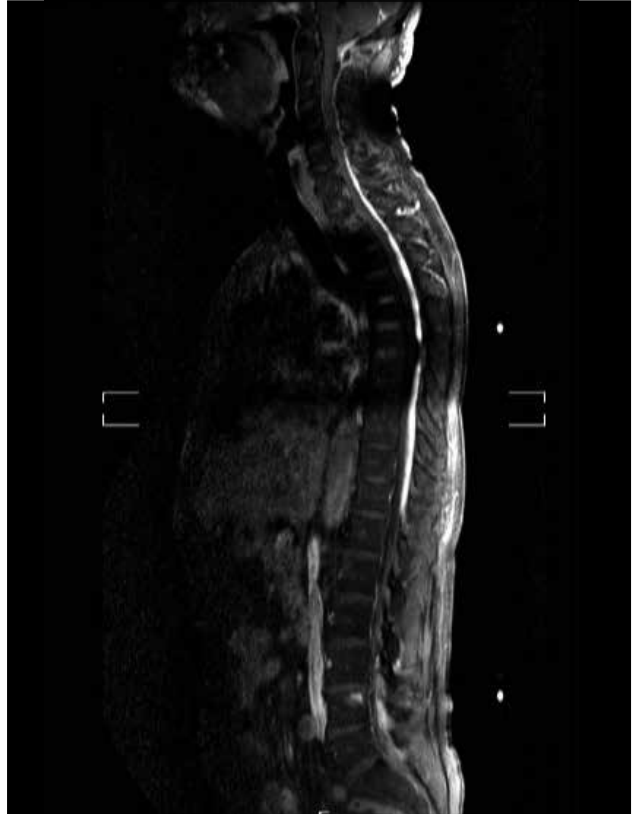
FLAIR axial kesit, servikal spinal bölge posteriorde hemoraji ile uyumlu hiperintens görünüm
